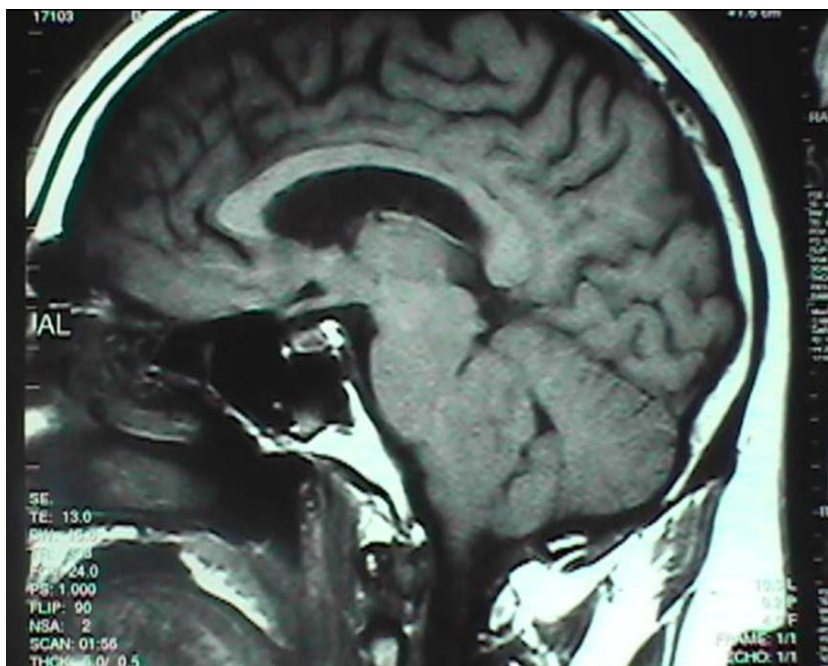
Resonancia magnética de un hombre de 65 años de edad con diplopía e inestabilidad de la marcha de un año de evolución. Horas después de la resección del tumor del IV ventrículo (ependimoma) el paciente presenta una respiración irregular, apneas centrales y paro respiratorio. El paciente tiene una buena recuperación después de ser tratado con asistencia respiratoria mecánica durante un par de semanas.
